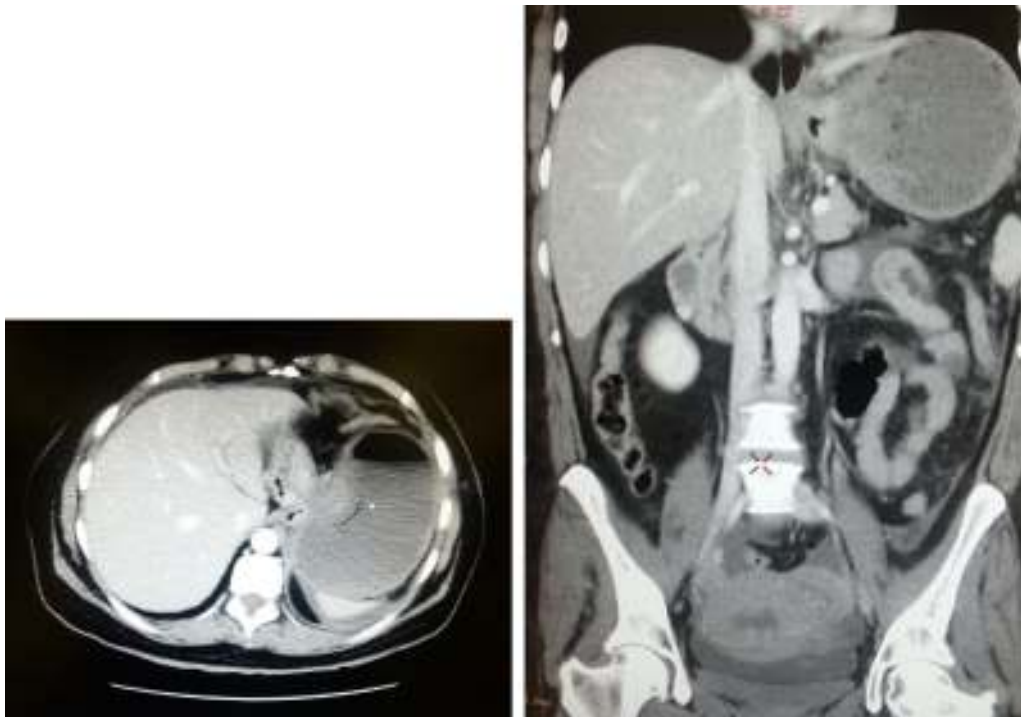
Tomografía computarizada abdominal en urgencias. Hernia gástrica.
